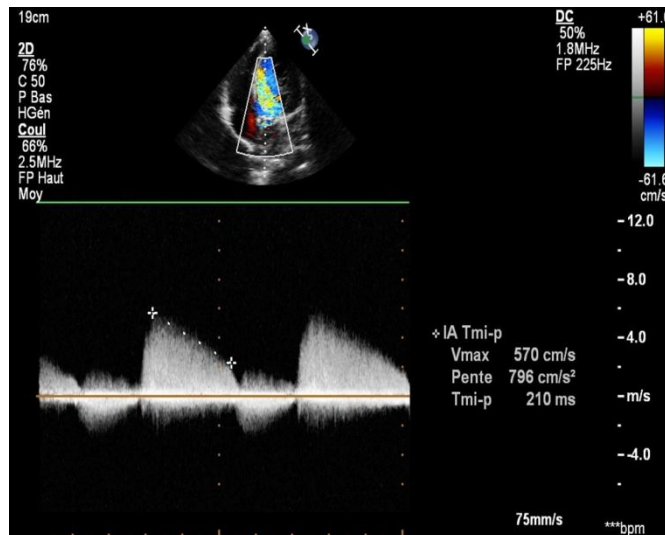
Mesure du PHT au Doppler continu sur une coupe apicale 5 cavités.
